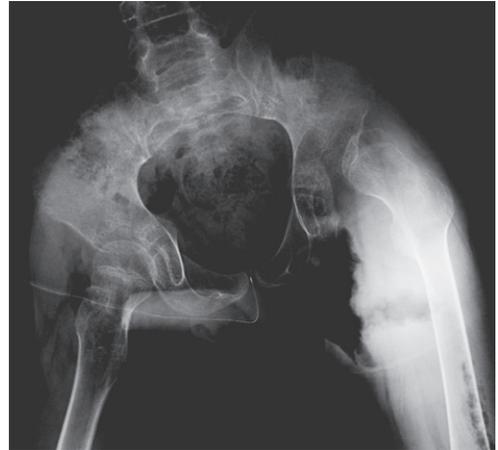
両側股関節周囲筋解離術，両膝関節授動術後の単純X線像
